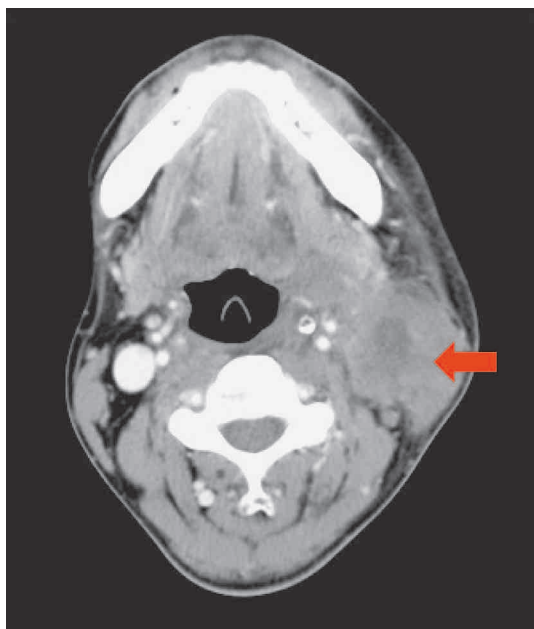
症例1 頭頸部造影CT (2007年10月17日撮影)
